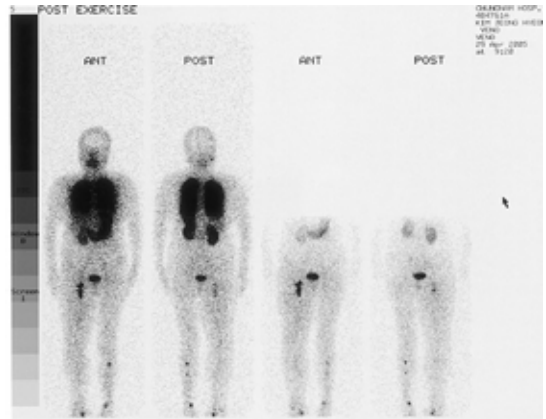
Venoscintigraphy shows deep vein obstruction in the right iliac vein with collateral circulation via the inferior epigastric vein.
